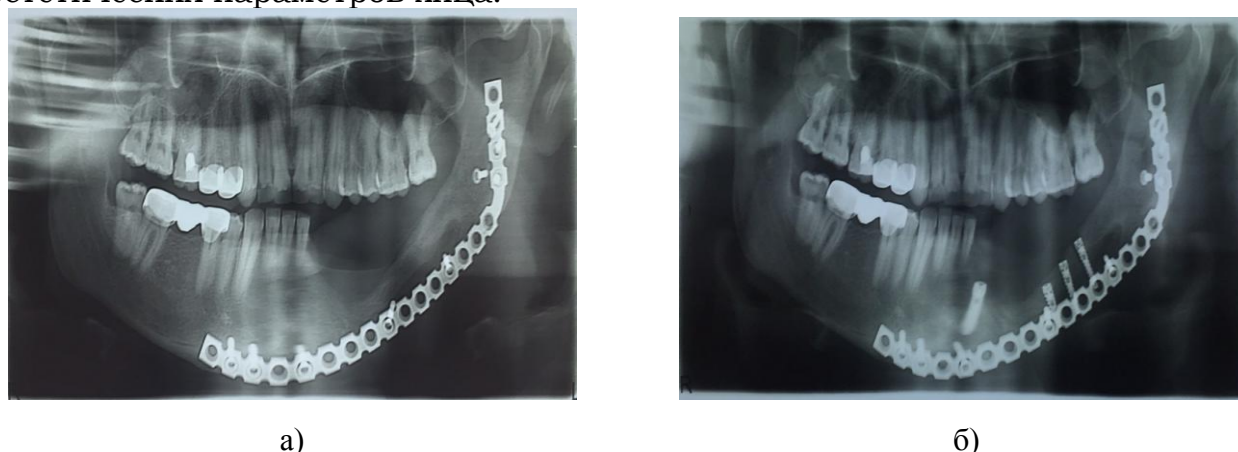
Рентгенологическое исследование на этапе ортопедического лечения: а) до установления денальных имплантатов; б) после установления денальных имплантатов.
